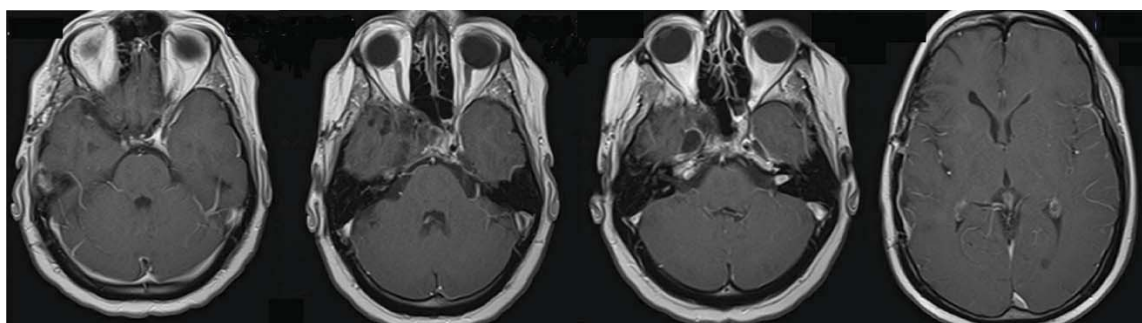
МРТ головного мозга пациента С. от июля 2018 г.: нет признаков продолженного роста опухоли
